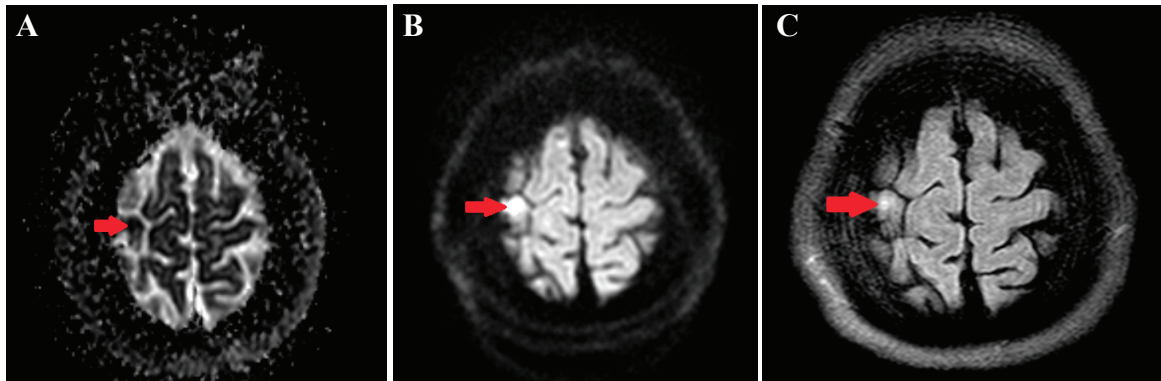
Resonancia magnética cerebral con cortes axiales en protocolo FLAIR (A), difusión (B) con hiperintensidad y en el protocolo ADC (C) hipointensidad cortical a nivel de giro precentral derecho, territorio correspondiente a arteria cerebral media derecha en su segmentos corticales (M4) compatible con infarto cerebral agudo.
